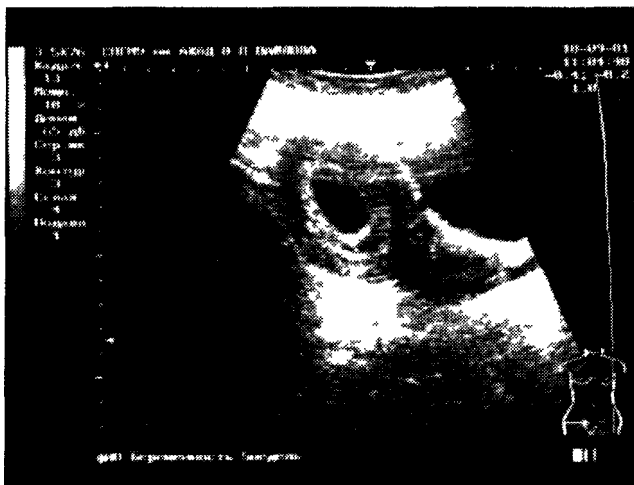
Беременность раннего срока (УЗИ)
